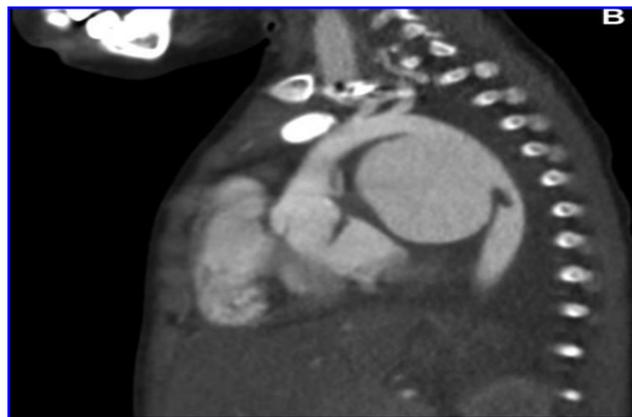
TDM thoracique de profil montrant un anévrisme de l'aorte thoracique descendante (flèche bleue).
